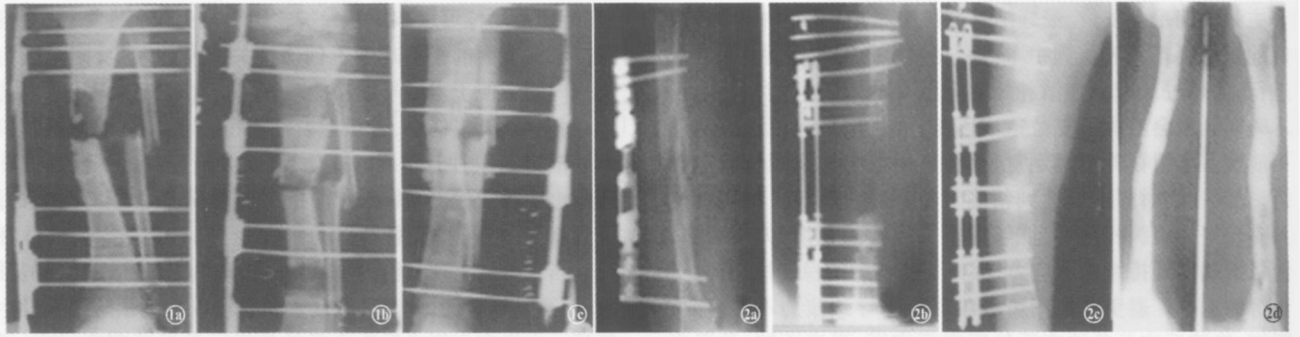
患者,男,35岁,左胫骨骨髓炎伴骨缺损,行“双节段骨块滑移手术”治疗 1a X线片示胫骨骨缺损约 8 cm,手术截骨前穿骨针及外固定器位置;1b 截骨后双节段骨块滑移,2个月时 X线片显示骨块滑移处有骨痂形成;1c 4个月时 X线片示骨块滑移及骨块对接处骨痂形成丰富,骨折愈合好 图 2 患者,男,20岁,右股骨干骨折后感染,形成骨髓炎伴骨缺损,行“双节段骨块滑移手术”治疗 2a 术前 X线片示股骨干骨折感染区骨缺损长约 11 cm;2b 骨块滑移 1个月时, X线片显示骨块滑移处骨针及外固定器位置情况;2c 3个半月时 X线片示骨块滑移及骨块对接处有骨痂形成;2d 8个月时股骨干正、侧位 X线片示骨块滑移及骨块对接处骨痂形成丰富,骨折愈合好
